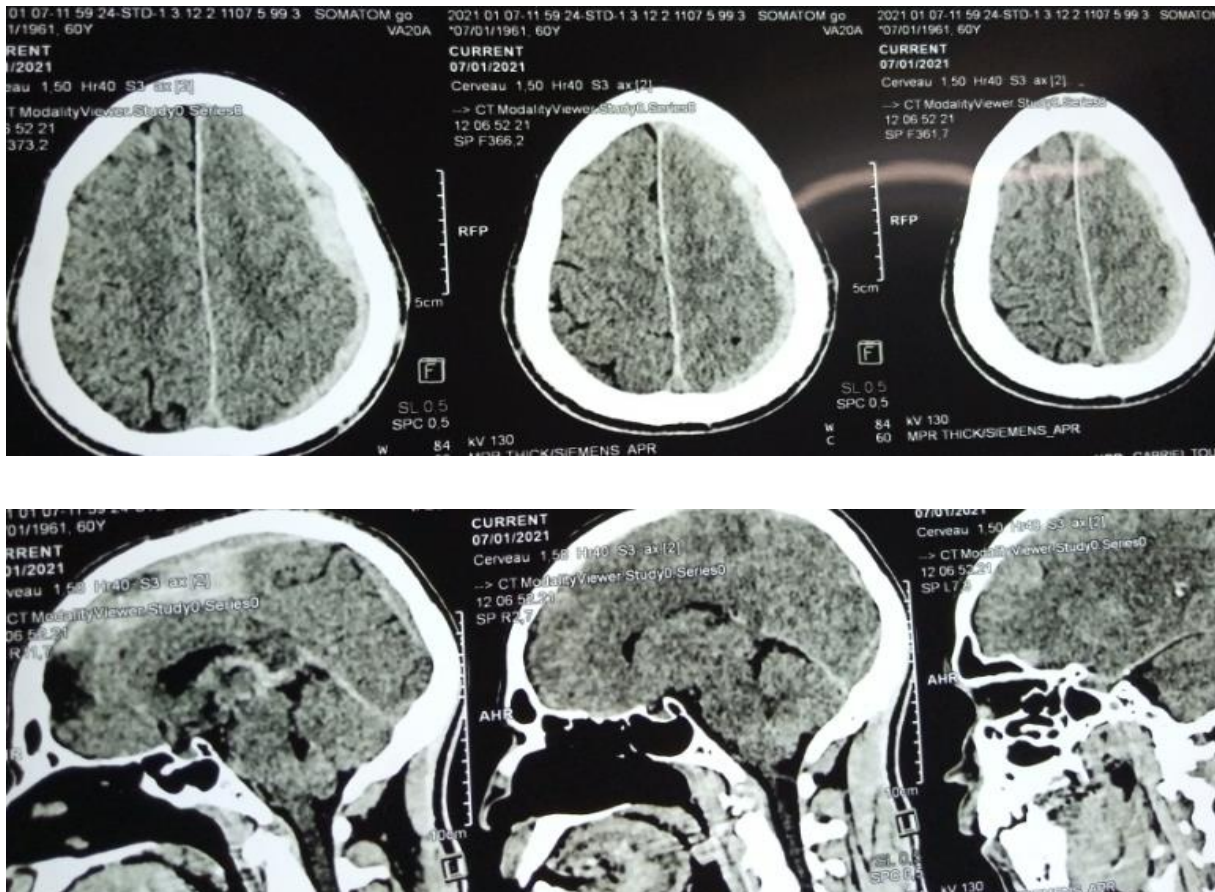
TDM cérébrale sans injection de l'encéphale, en fenêtre parenchymateuse, en coupes axiale et sagittale de l'encéphale montrant l'HSDA hémisphérique gauche.
